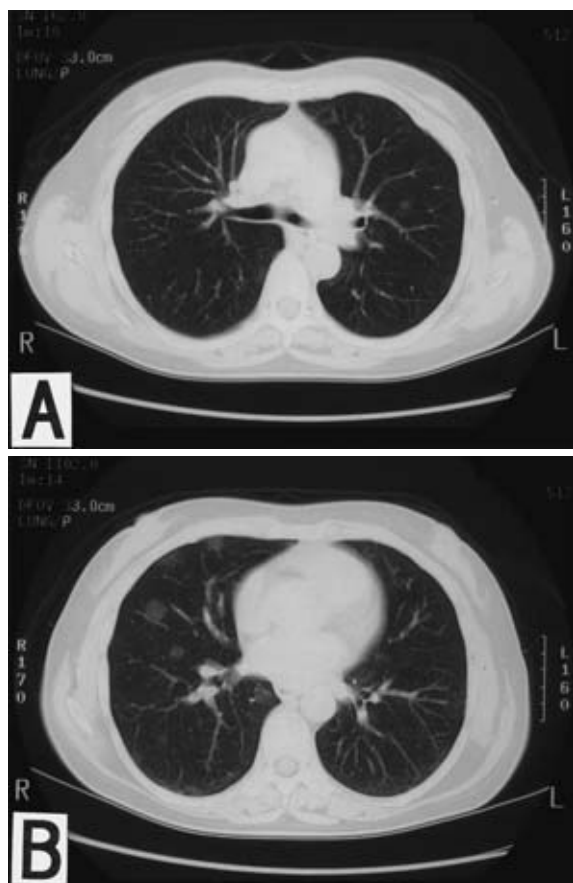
Chest CT scans showing improvement of multiple nodular opacities in both lungs after steroid therapy.
